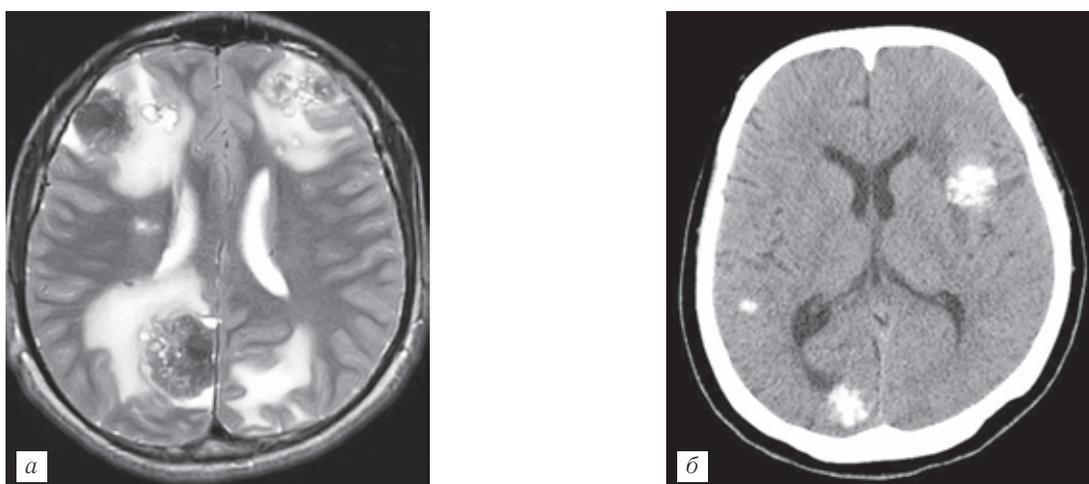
Множественные альвеококковые узлы в головном мозге у разных больных, МРТ (а) и РКТ (б).
